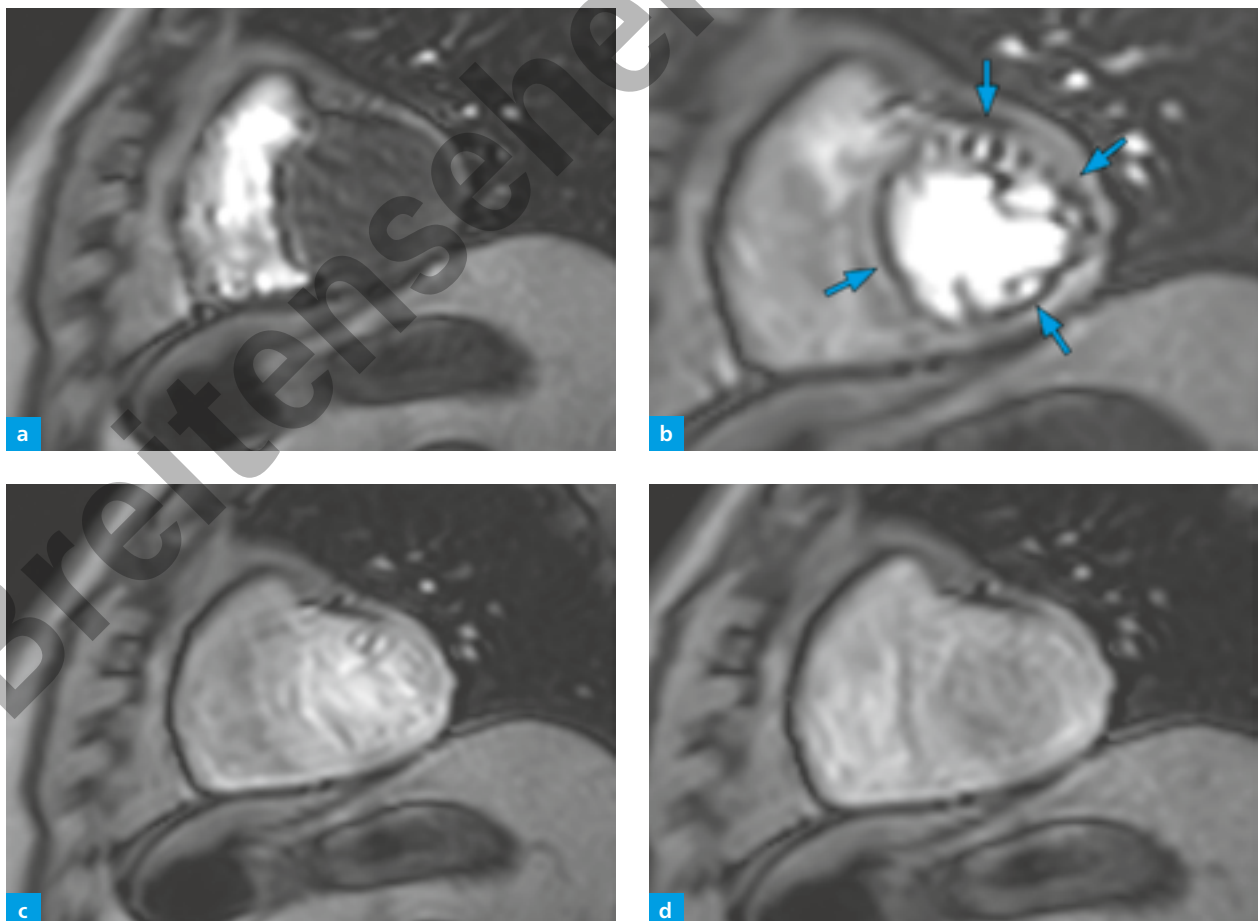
(a–d) Konzentrische subendokardiale Minderperfusion im MRT-Adenosin-Stresstest, die im Zeitverlauf verschwindet: Gibbs-Ring-Artefakt (Pfeile). Perfusionssequenz in SA-Ebene und zeitlicher Verlauf von 30 Sekunden.
